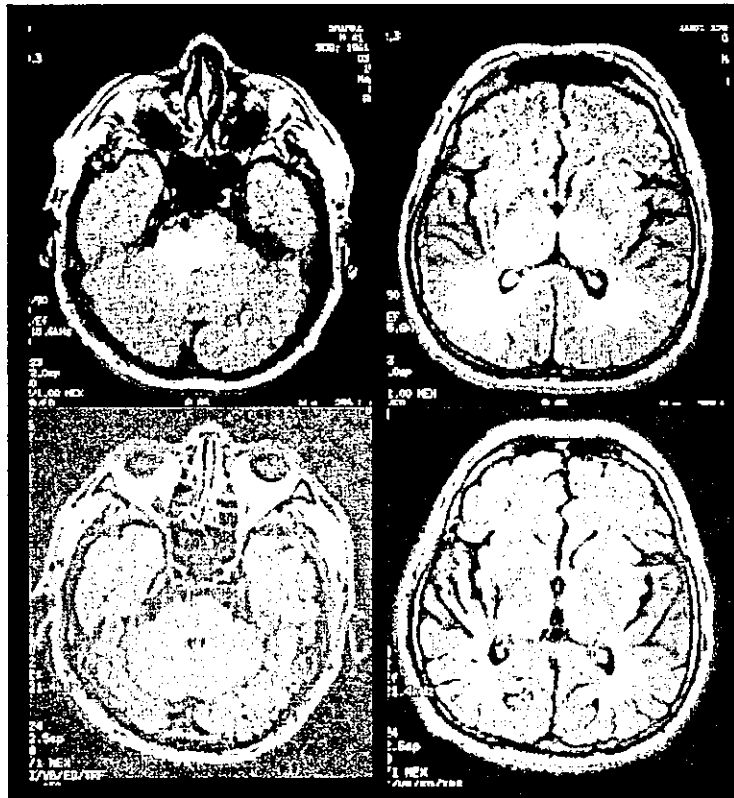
高血圧性脳症のMRIのFLAIR画像
